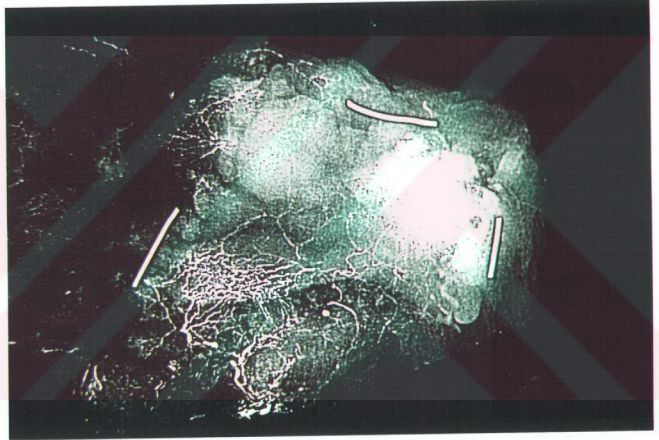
Kontrol grubu anjiyografisi
